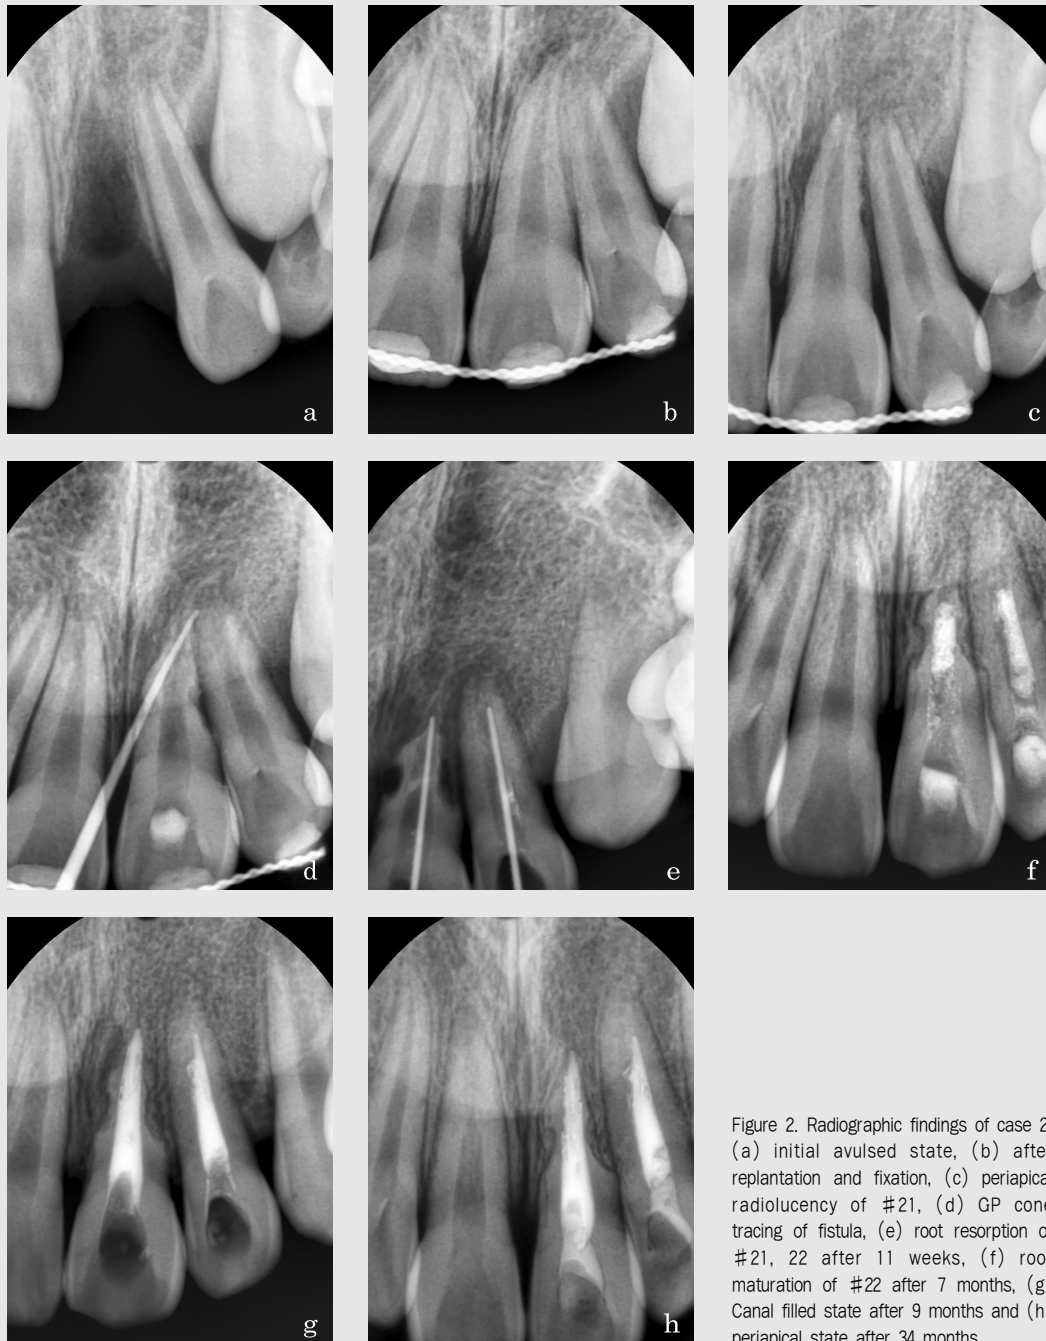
Radiographic findings of case 2. (a) initial avulsed state, (b) after replantation and fixation, (c) periapical radiolucency of #21, (d) GP cone tracing of fistula, (e) root resorption of #21, 22 after 11 weeks, (f) root maturation of #22 after 7 months, (g) Canal filled state after 9 months and (h) periapical state after 34 months.
